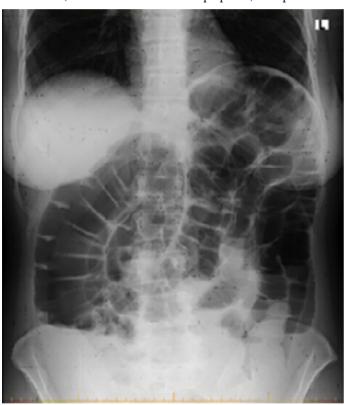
Рентгенография брюшной полости
